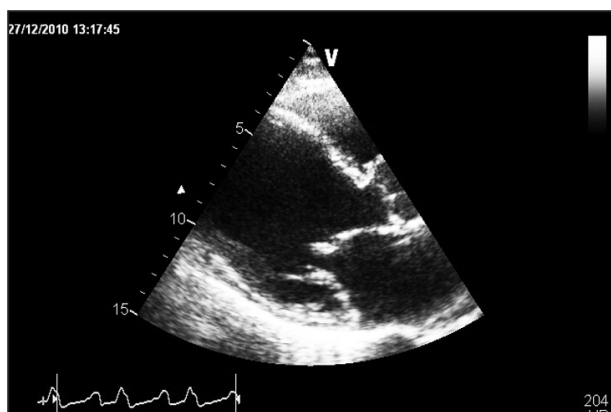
La vue parasternale grand axe en échocardiographie montre une dilatation télé-diastolique du ventricule gauche (67mm).
